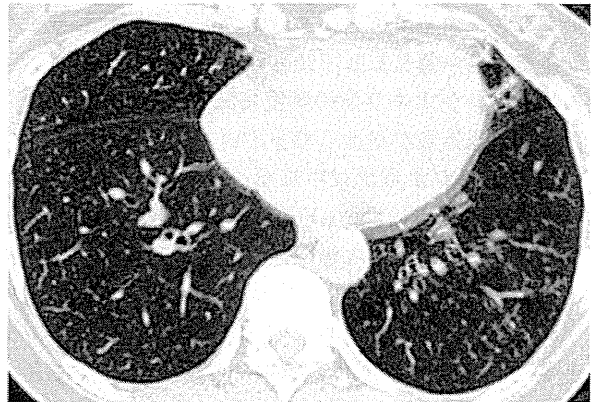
Chest CT scan showing miliary nodular shadows and bronchiectasis in the left lung.
